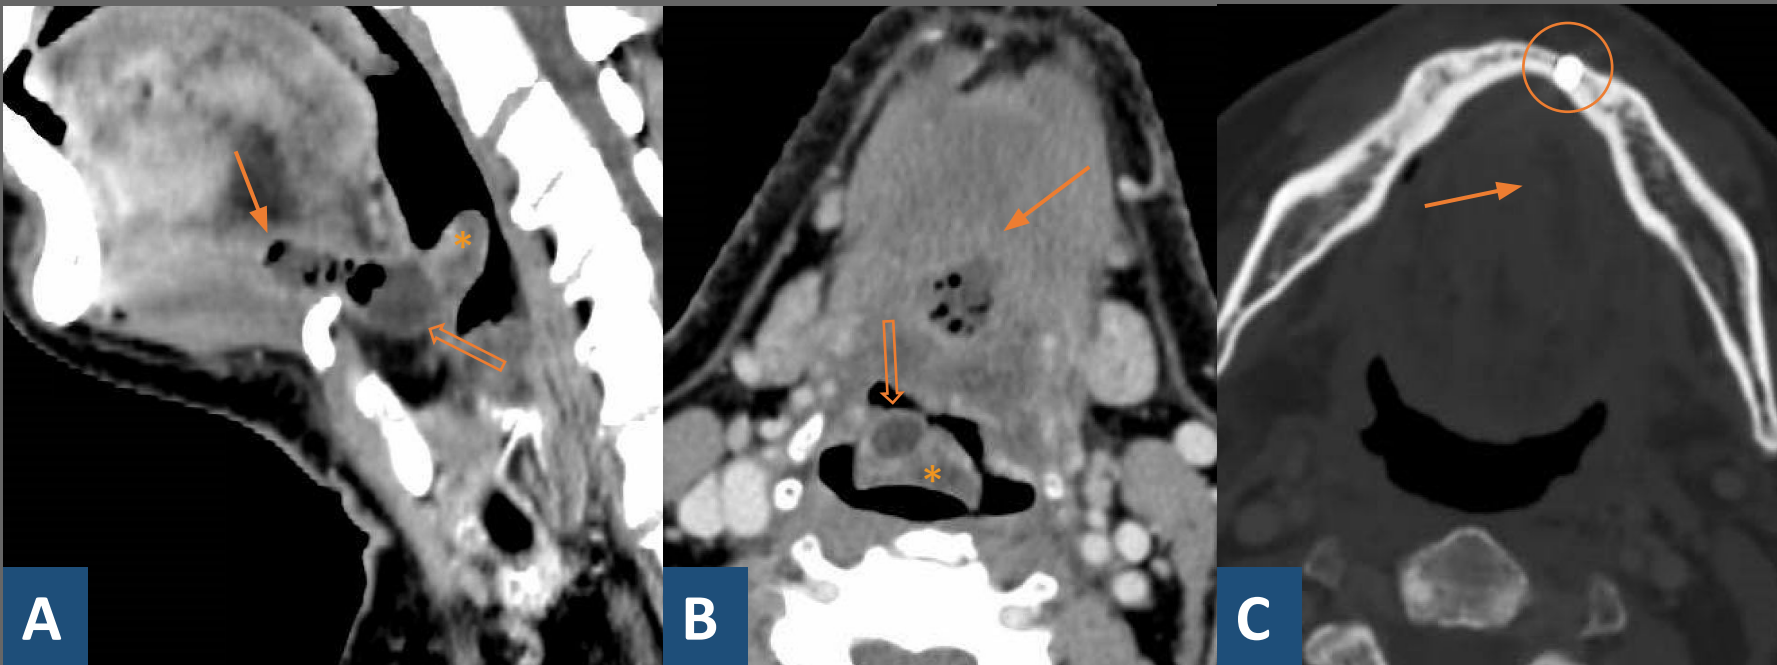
Las imágenes muestran cortes axiales (B,C) y sagital (A) de un paciente con infección en el suelo de la boca (flecha) que se extiende afectando a epiglotis, la cual se encuentra edematosa y aumentada de tamaño (*) con una colección con realce periférico a nivel preepiglótico (flecha hueca), así como estrechamiento de la vía aérea. Todo ello parece tener un origen odontógeno en pieza implantada número 32 como podemos observar en imagen C de TC en ventana ósea (círculo).
